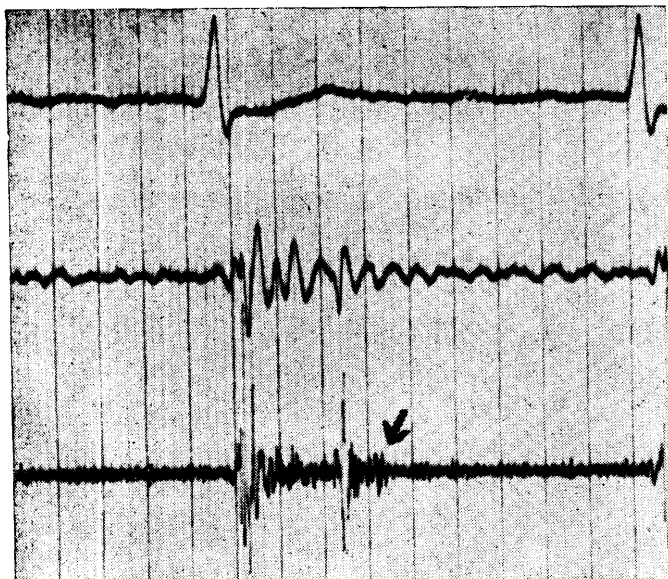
Фонокардиограмма больного с установленной рентгенологически типичной митральной конфигурацией тени сердца и с наличием мерцания предсердий. Единственным аускультативным признаком митрального стеноза является дополнительный митральный тон отчетливо выраженный на фонокардиограмме (обозначено стрелкой).
